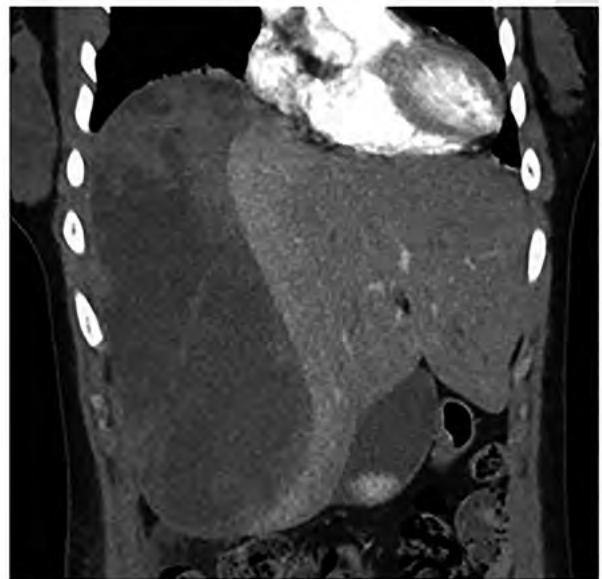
Tomografía computarizada, cortes coronales. Se observa marcada hepatomegalia. Desplazamiento de estructuras vasculares hepáticas a expensas de colección heterogénea de aspecto hemático de 15 cm x 6,8 cm x 23 cm en el plano coronal compatible con hematoma subcapsular. Se observan ambos catéteres doble J.
